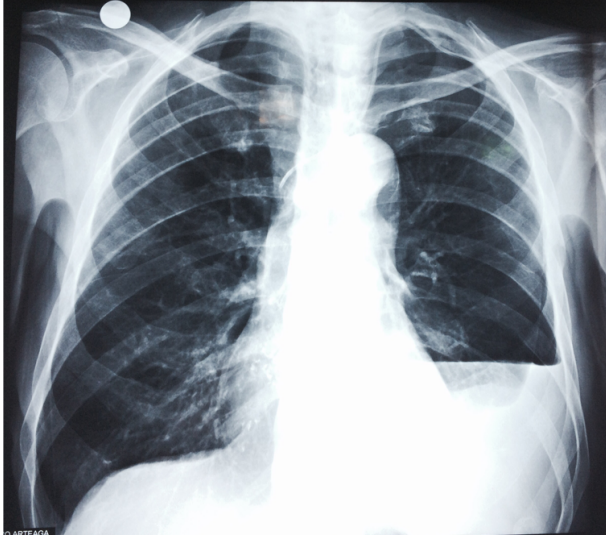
Radiografía de tórax con hemotórax izquierdo post punción.
